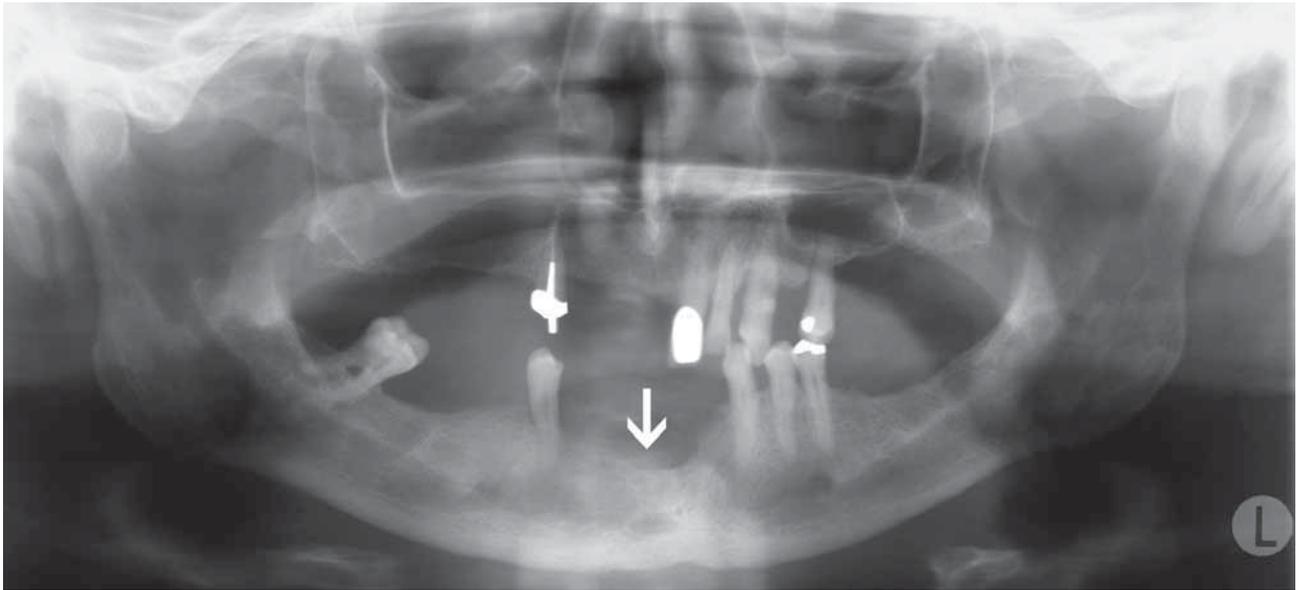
Im Orthopantomogramm (OPT) ist die Invasion des Mundhöhlenkarzinoms in den Alveolarknochen im Unterkieferfrontbereich bereits zu erkennen (Pfeil)
